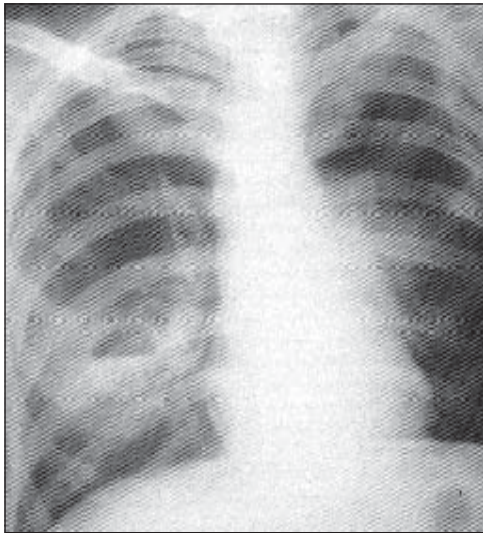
Абсцес середньої частки правої легені. Фаза відкритого легеневого гнояка. Рентгенограма.
